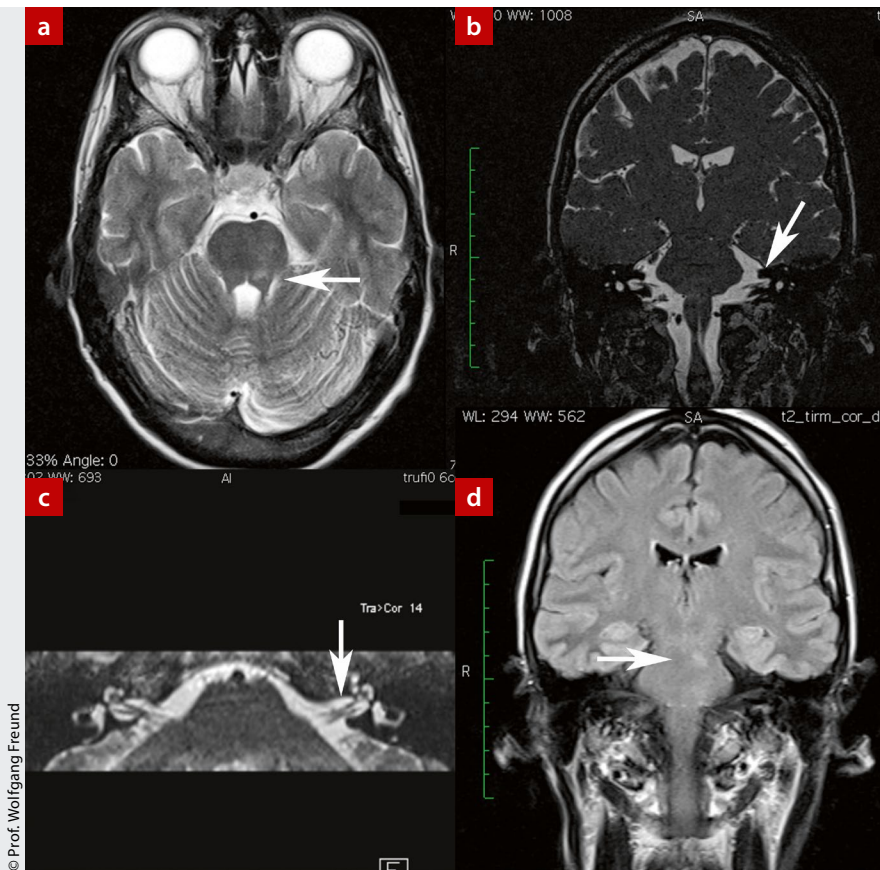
a) T2-Wichtung transversal: Die MRT brachte eine unscharf begrenzte Läsion im linken Tegmentum pontis zutage (Pfeil). Dort verlaufen trigeminale, vestibuläre und okulomotorische Bahnen und Kerngebiete; b) und c) CISS koronar 0,6 mm und transversale Rekonstruktion: Die KHBW-Region einschließlich des inneren Gehörganges (Pfeil) mit Nn. Vestibularis inferior und superior, cochlearis und facialis war unauffällig; d) koronare FLAIR-Sequenz (T2-Kontrast, jedoch dunkler Liquor), der Pfeil zeigt auf die gleiche flauere Läsion, die auch auf a) sichtbar ist.
